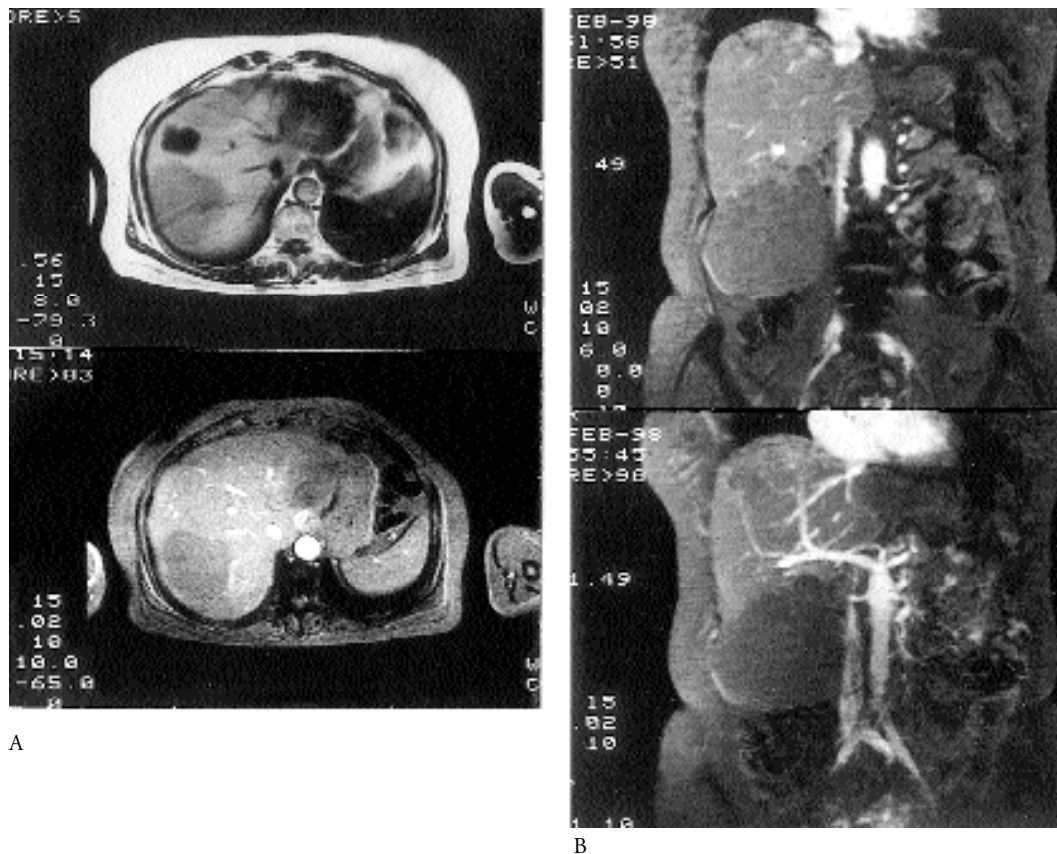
RMN: due degli angiomi intraepatici.
